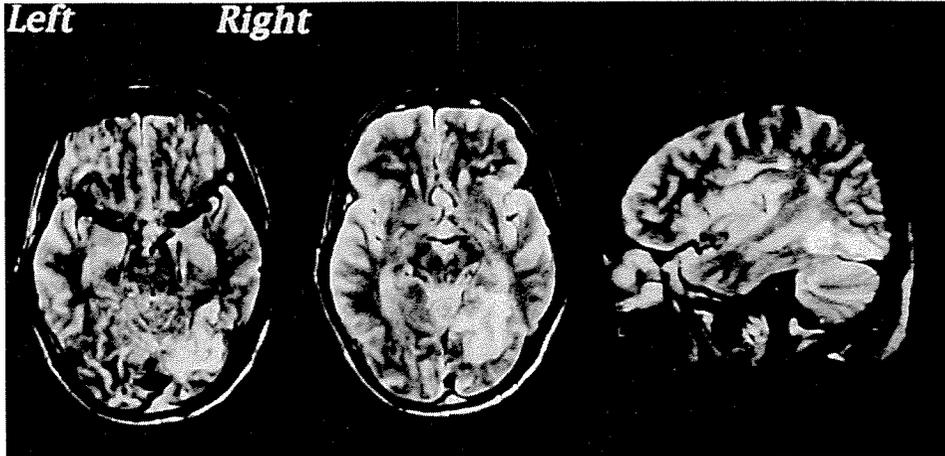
本症例のMRI (TR; 2000, TE; 110) 病巣は右紡錘状回と舌状回に限局している。脳梁と海馬傍回は保たれている
